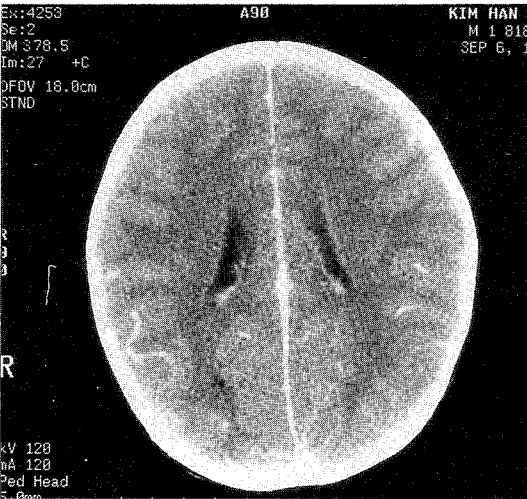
Brain CT Scan : no specific abnormal finding(CT obtained 1 day after onset).
